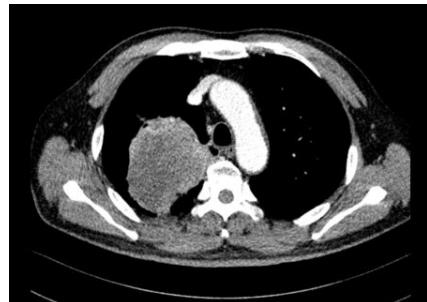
Chest enhanced CT mediastinal window on October 23, 2023
